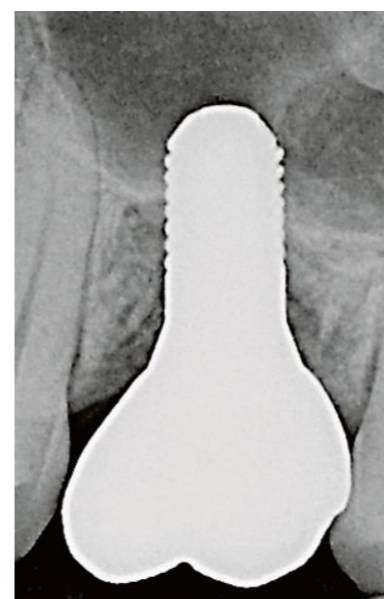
Das Röntgen-Kontrollbild nach Einsetzen der Krone.
